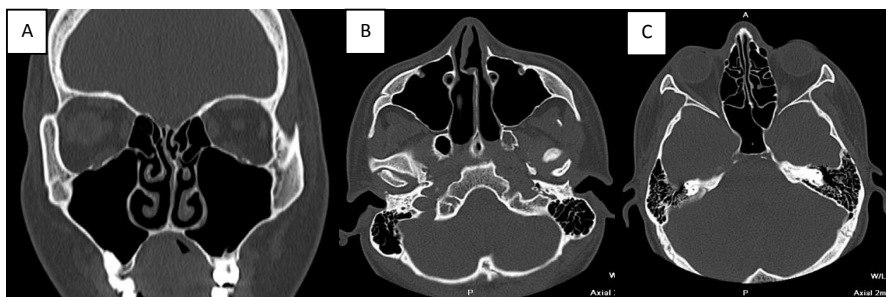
Больной Г, 25 лет. КТ ППН. А- коронарный, В, С – аксиальные срезы. Пневматизация придаточных пазух носа сохранена, искривление носовой перегородки.
